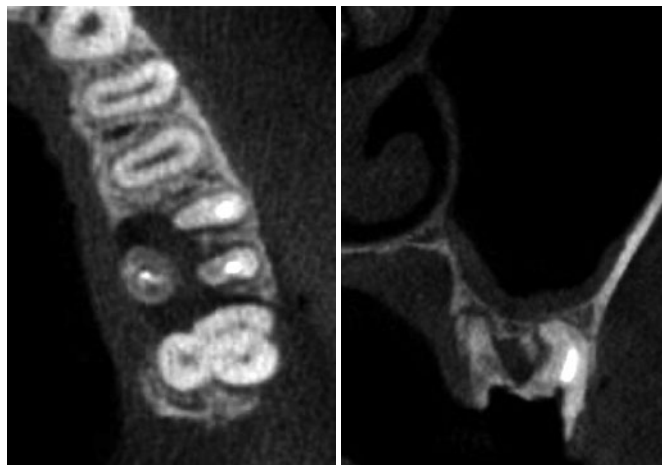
術前の CT 所見。垂直的残存骨量は 2mm 以下であった。
